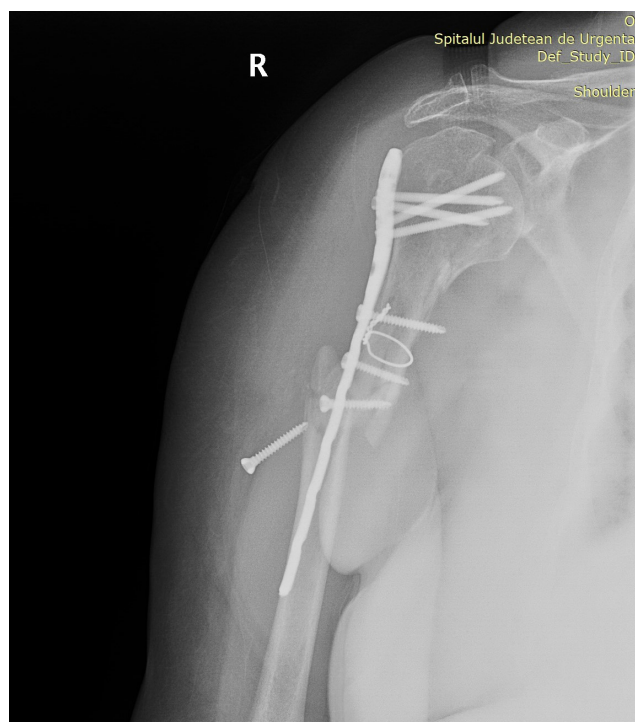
X-ray taken at the first follow-up, in the fourth week after surgery
